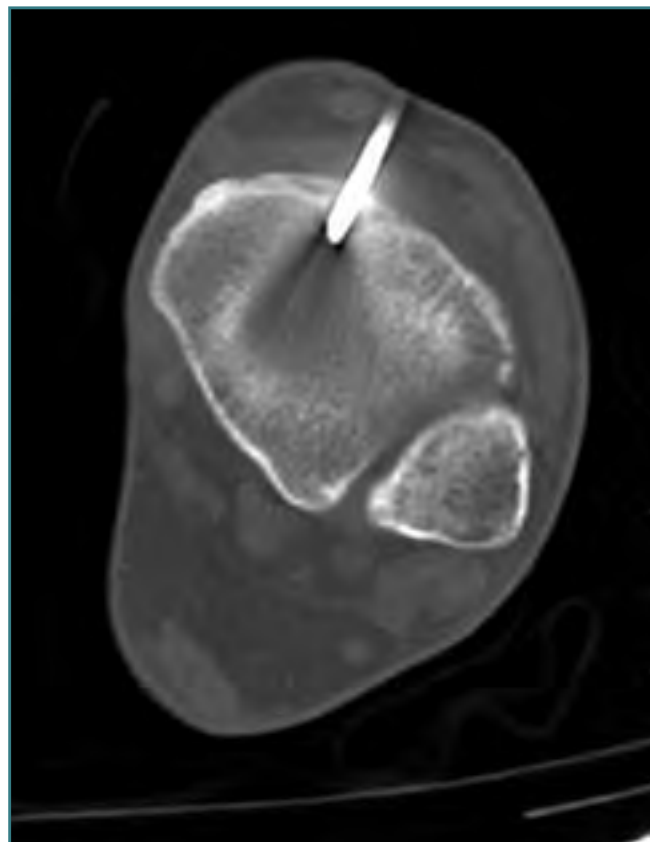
Paciente de 26 años, con dolor nocturno importante en la zona anterior del tobillo, que cede con la toma de aspirina (ver Figura 2). Introducción de la aguja TC dirigida en el nidus del osteoma osteoide, a través de la cual se inserta el electrodo de radioablación.
